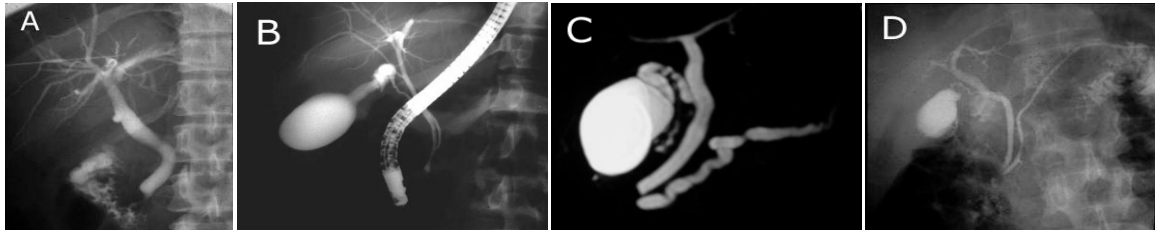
Ejemplos de colangiografías. A- CTPH; se ve la aguja fina en el hígado. B- ERCP; se ve el panendoscopio en la segunda porción del duodeno. C- Colangiografía por resonancia magnética. Es no invasiva y su uso actual es prácticamente rutinario y ha remplazado en buena parte a las otras. No tiene posibilidad de acciones terapéuticas como las otras. D- ERCP; aunque no se ve el endoscopio, aparecen contrastados tanto la vía biliar y el conducto pancreático.
